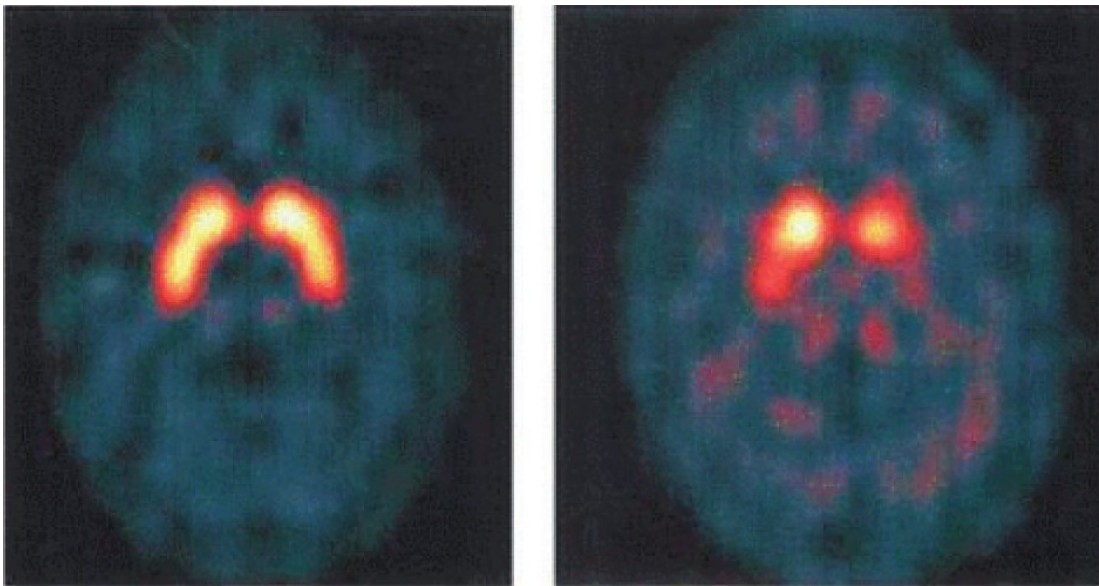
Normalbefund beziehungsweise pathologischer Befund SPECT (51)
